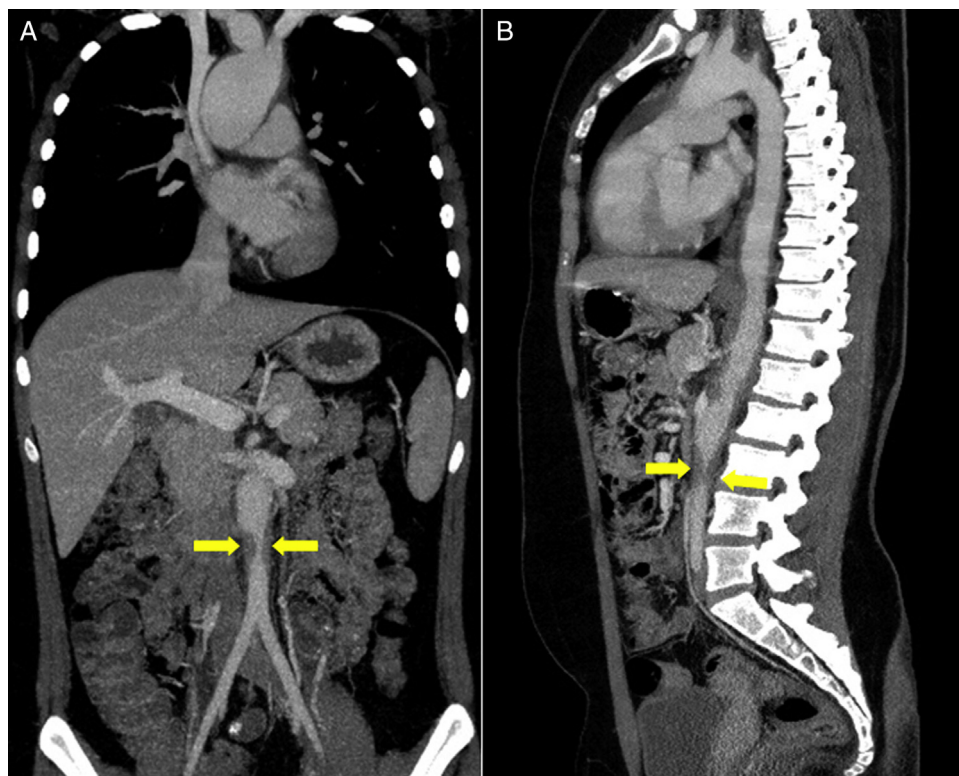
Tomografía computarizada tórax-abdominal de una paciente con arteritis de Takayasu. Reconstrucción en planos coronal (A) y sagital (B). Se observa estenosis de la luz vascular de la aorta abdominal cerca del origen de las arterias renales secundario a engrosamiento focal de su pared (flechas).
